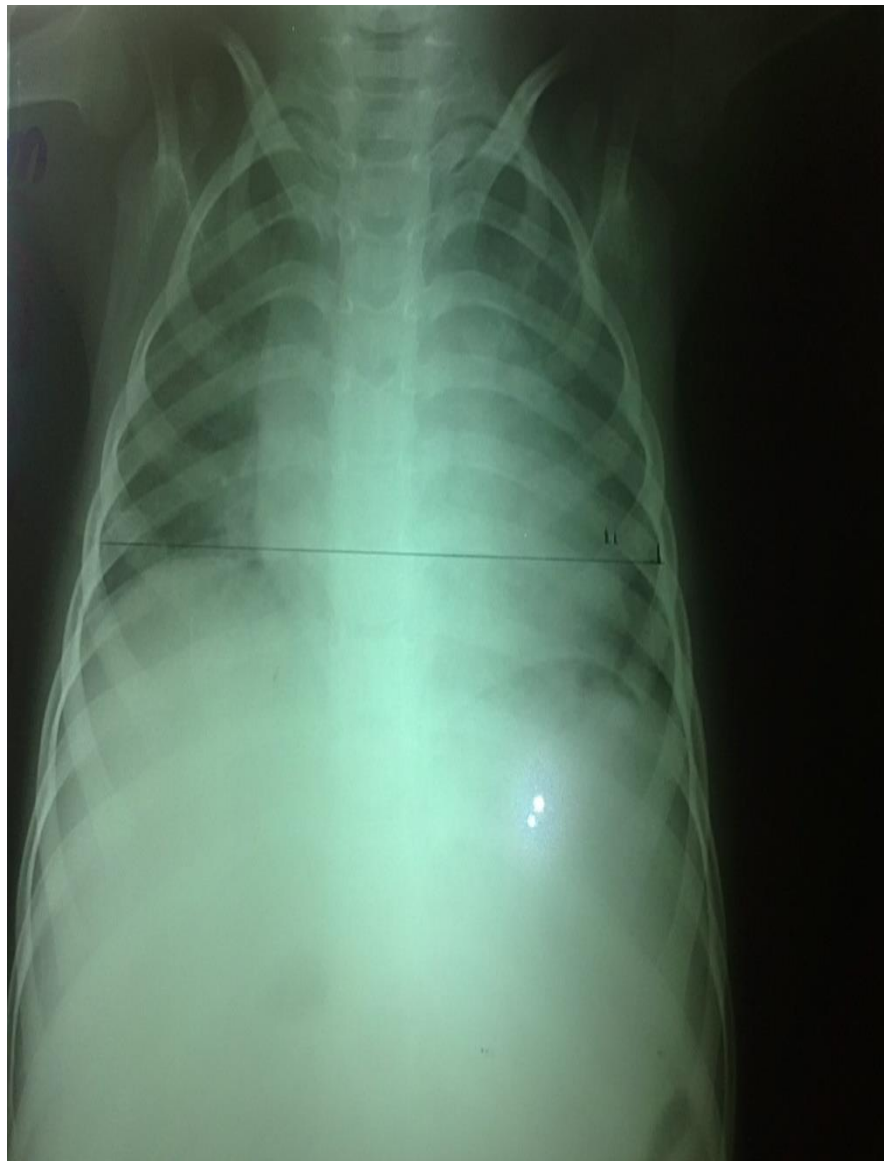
Imágenes de radiografía de tórax que reporta agrandamiento de la silueta cardíaca, trama pulmonar bilateral acentuada, tráquea desviada hacia la izquierda, opacifidad del abdomen.
